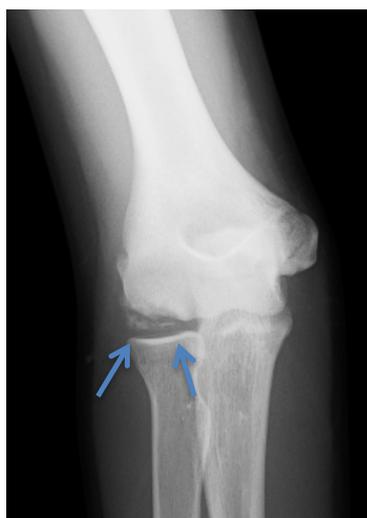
離断性骨軟骨炎のMRI（左）とレントゲン（右）
